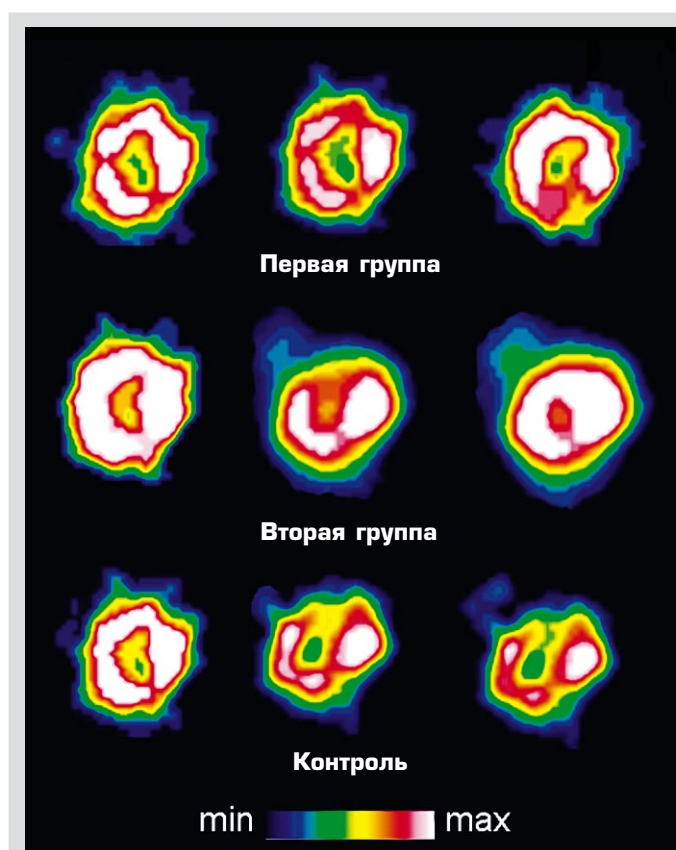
Перфузионные томосцинтиграммы миокарда кроликов: первая группа – трансплантация мультипотентных мезенхимных стромальных клеток костного мозга; вторая группа – трансплантация ядросодержащих клеток костного мозга; третья группа – контроль
